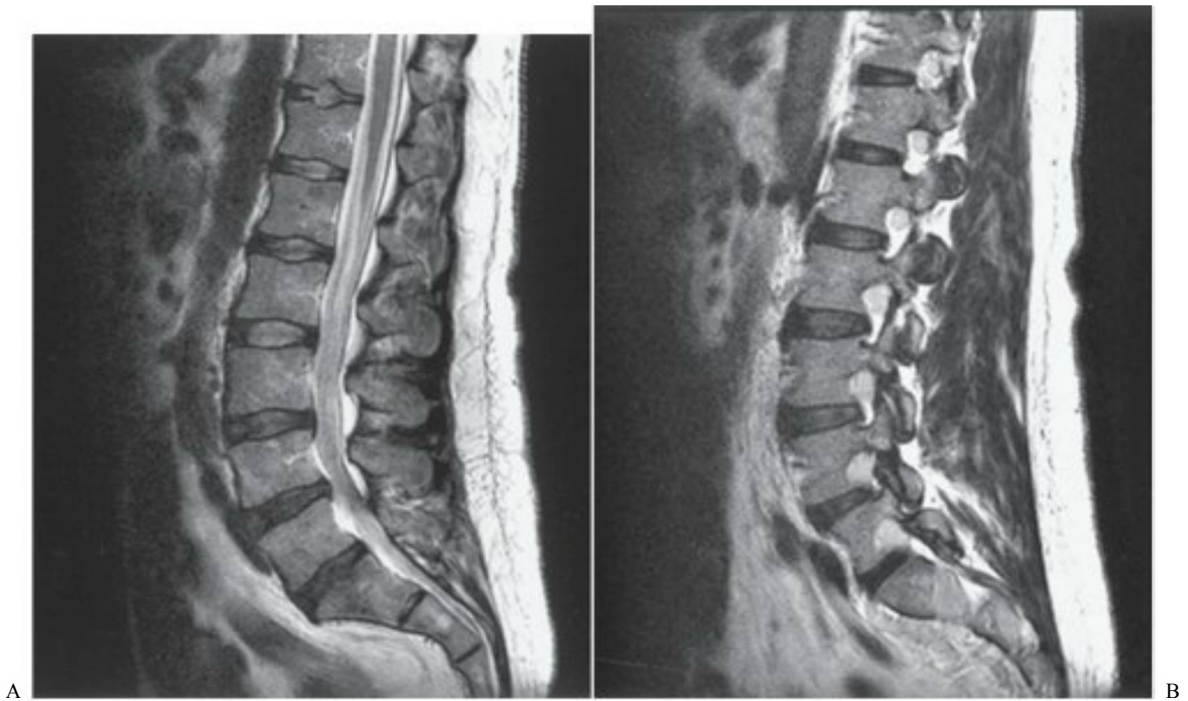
Imágenes de RM de un corte sagital lumbar potenciada en T2 posterior a la administración de gadolinio: agrandamiento difuso de la cola de caballo con refuerzo anormal del contraste en un paciente con PDCI (A). La hipertrofia de las raíces nerviosas se aprecia mejor en las imágenes parasagitales (B).
